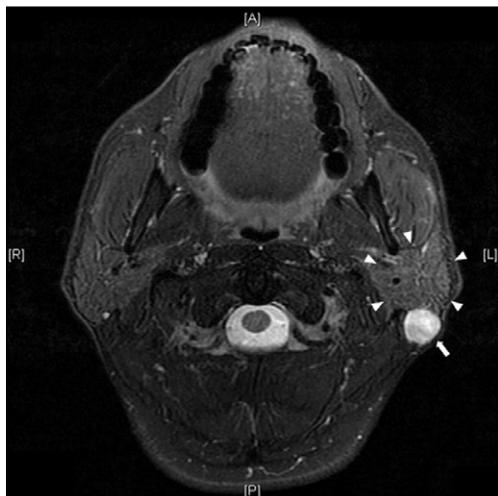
Imaging findings. MRI (T2WI) showing a well-circumscribed nodular tumor in the left parotid region (arrow : tumor ; arrowheads : parotid gland).
